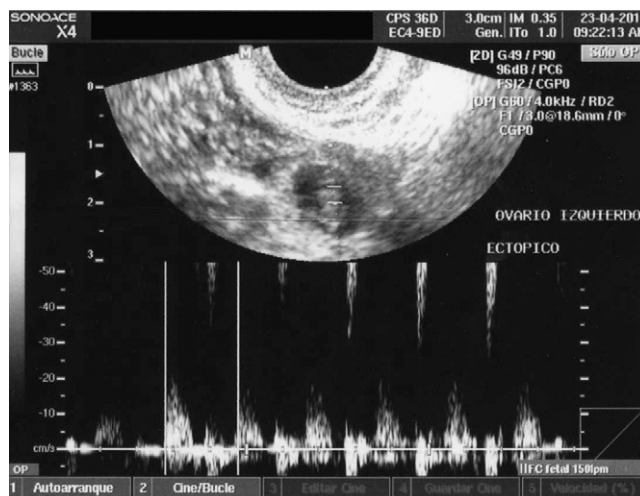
Caso 1. Imagen ultrasonográfica con embarazo extrauterino.
